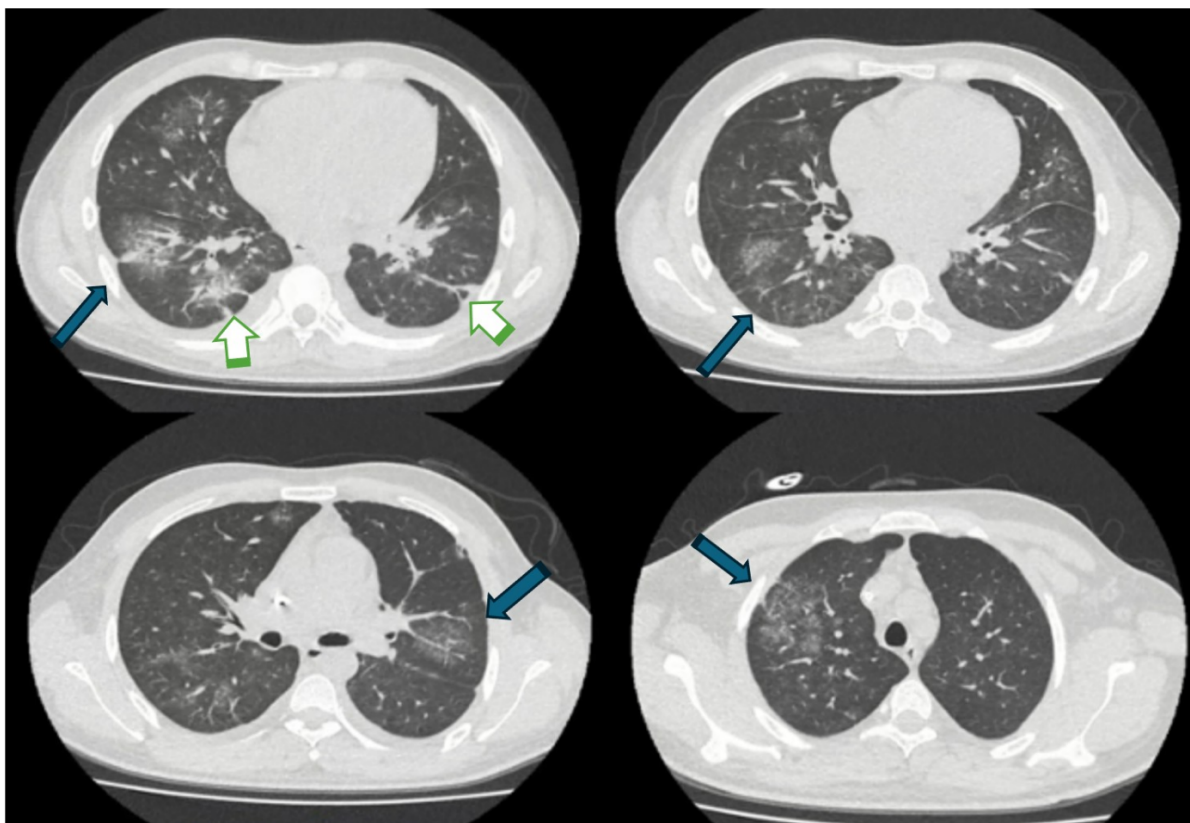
Tomografía computada de tórax
